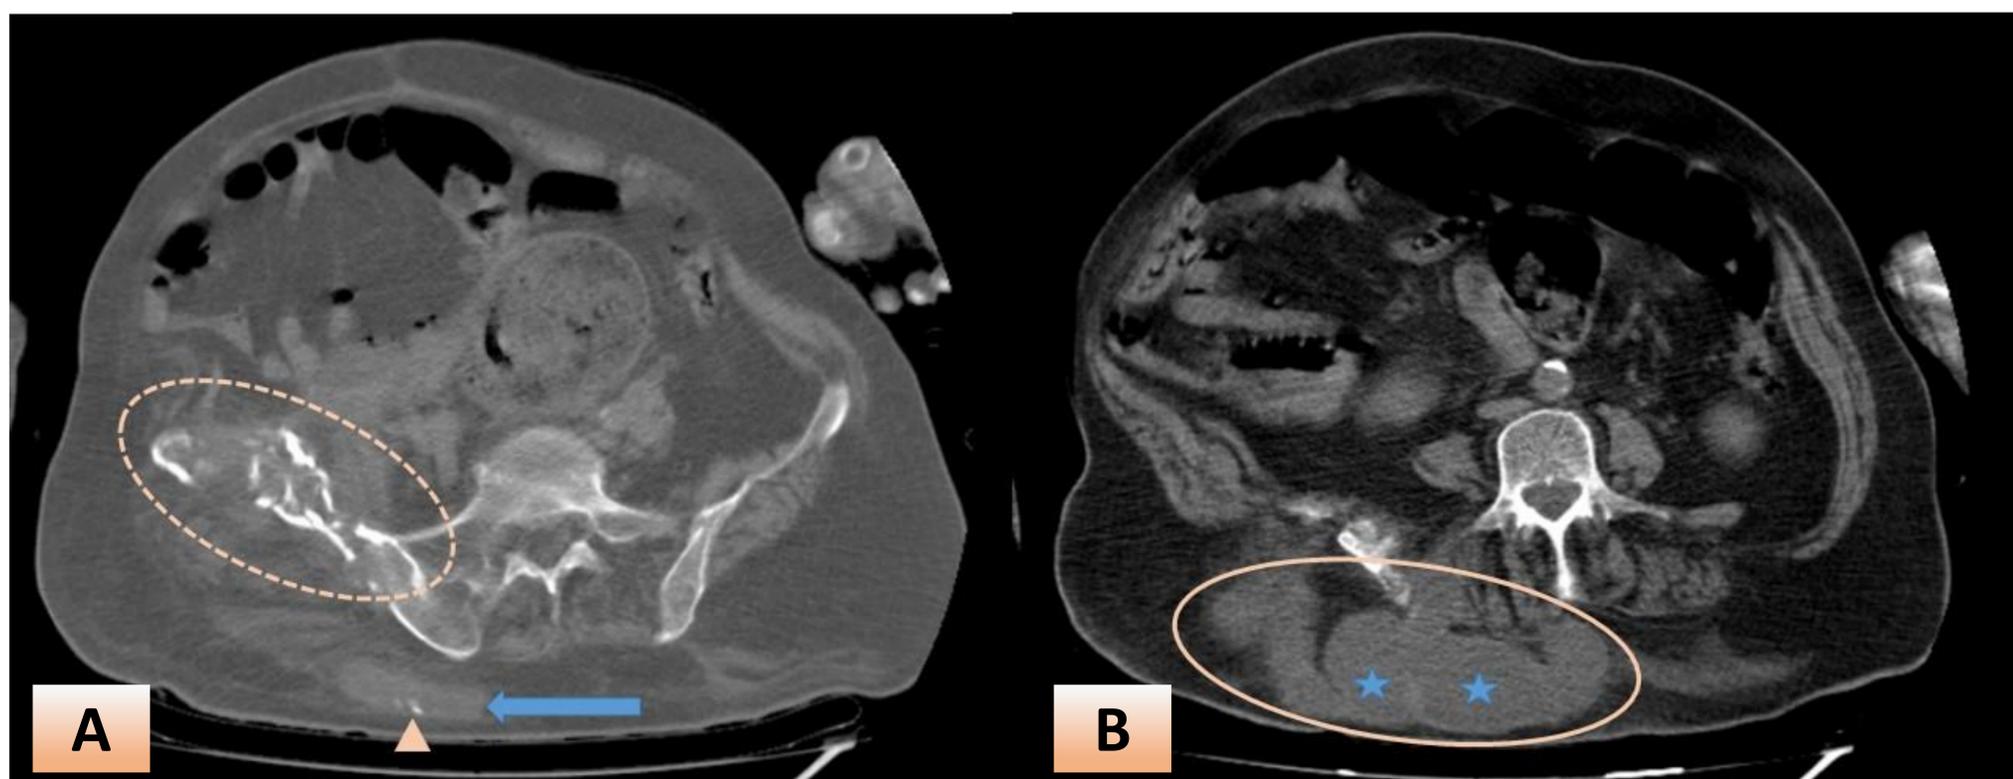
HIDATIDOSIS ÓSEA: Cortes axiales de TC, con ventana adecuada para valorar estructuras óseas (A) y partes blandas (B). En la primera se reconoce extensa lesión lítica (línea punteada), que compromete el hueso ilíaco derecho, expansiva, con disrupción de la cortical y sin evidencias de reacción perióstica. En el espesor del TCS se acompaña de una formación con densidad de partes blandas (flecha), con pequeña concreción cálcica periférica (cabeza de flecha). En B es un corte obtenido en sentido caudal donde se aprecia el compromiso de las partes blandas (línea continua), con la presencia de las características vesículas hijas (estrellas) en su interior
